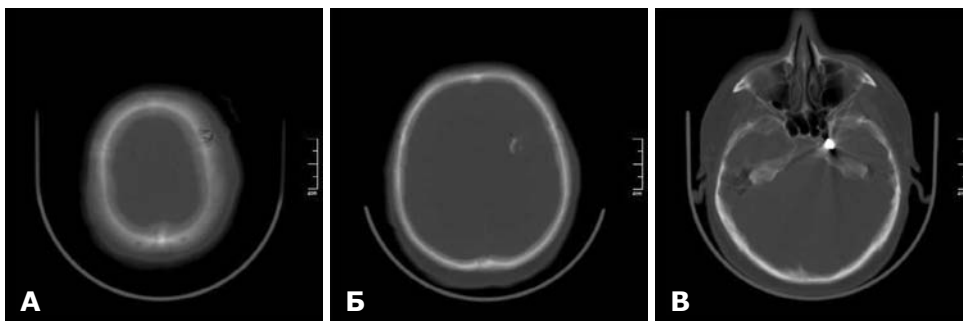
СКТ головного мозку до операції. Кістковий режим. Сліпе діагональне поранення головного мозку. А — дірчастий перелом лобової кістки зліва в місці вхідного отвору; Б — кісткові уламки в лобовій частці зліва; В — металевий уламок снаряда на основі середньої черепної ямки біля каналу сонної артерії.
